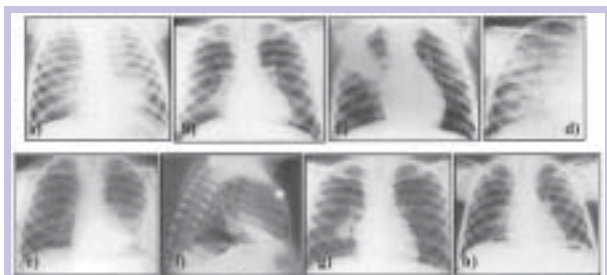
Radiografias do tórax de crianças com infecção por *Chlamydia pneumoniae* mostrando diferentes padrões radiológicos: a) padrão intersticial; b) padrão broncopneumônico; c) padrão lobar; d) padrão alveolar; e) derrame pleural; f) atelectasia; g) adenopatia hilar; h) radiografia normal
